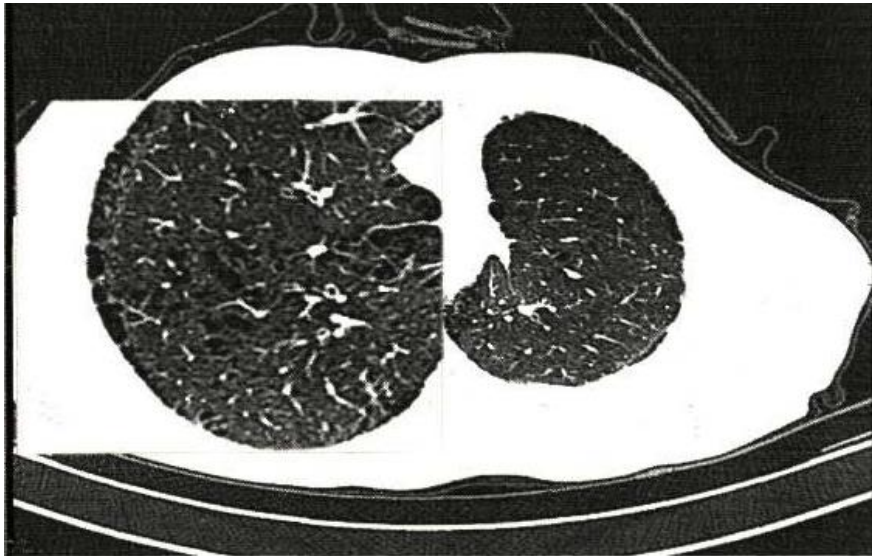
Комп'ютерна томограма легких пацієнтки Е., 72 років
